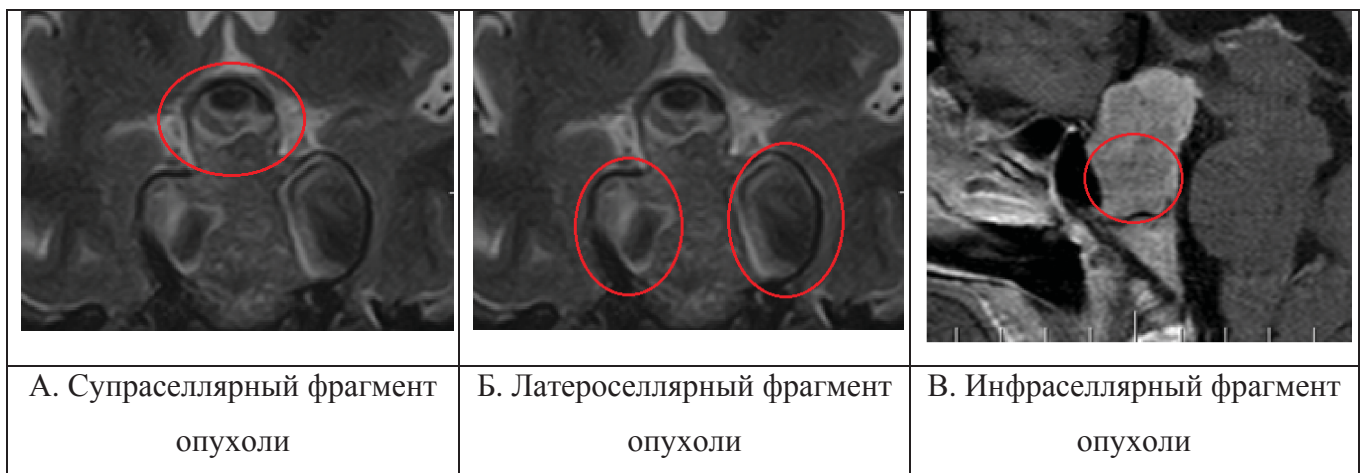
Варианты роста аденомы гипофиза по данным МРТ головного мозга
